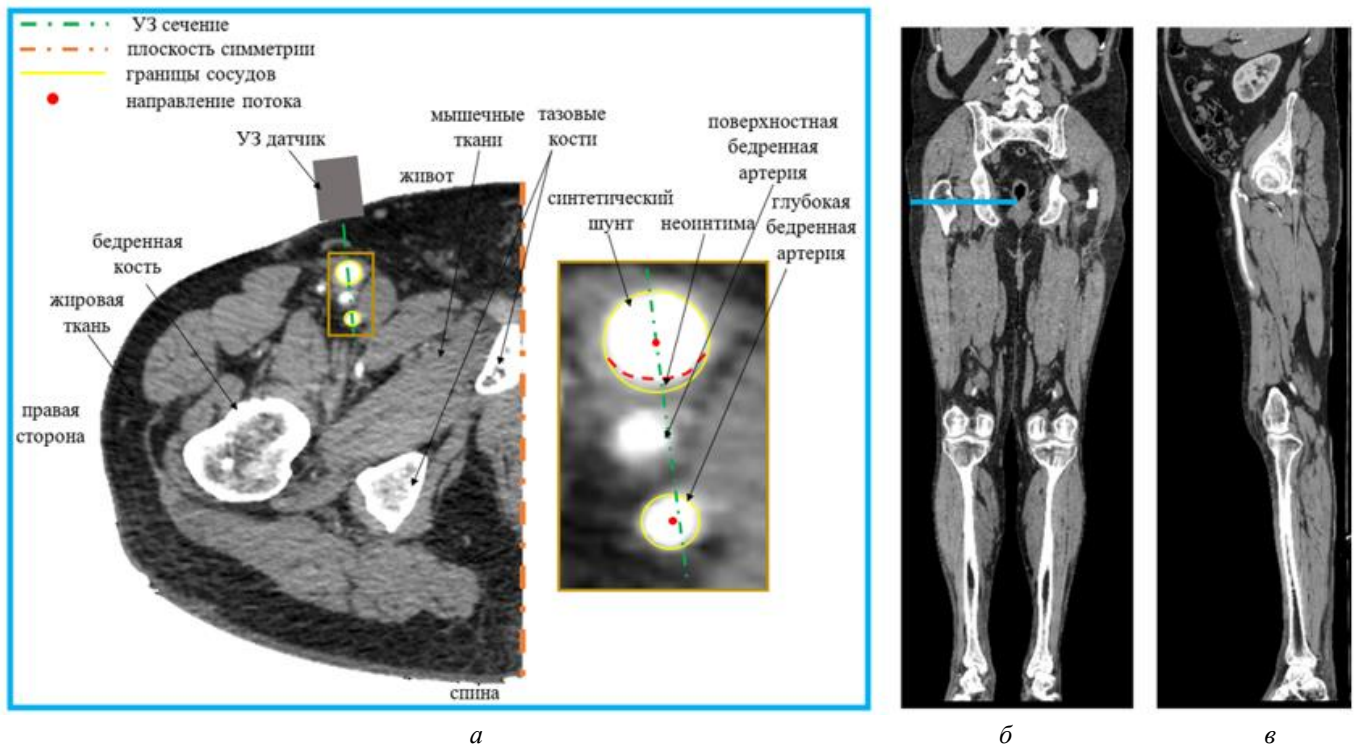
Изображения, полученные методом МСКТ: *а* – поперечное сечение проксимального анастомоза и окружающих тканей; *б* – фронтальное *в* – боковое сечения нижних конечностей
